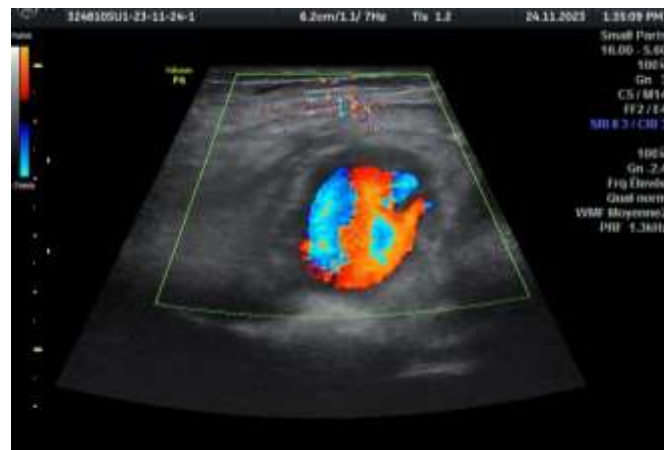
Anévrisme sacciforme de l'artère iliaque externe gauche, comprimant la veine iliaque externe en regard avec aspect « yin-yang » typique au Doppler couleur.
